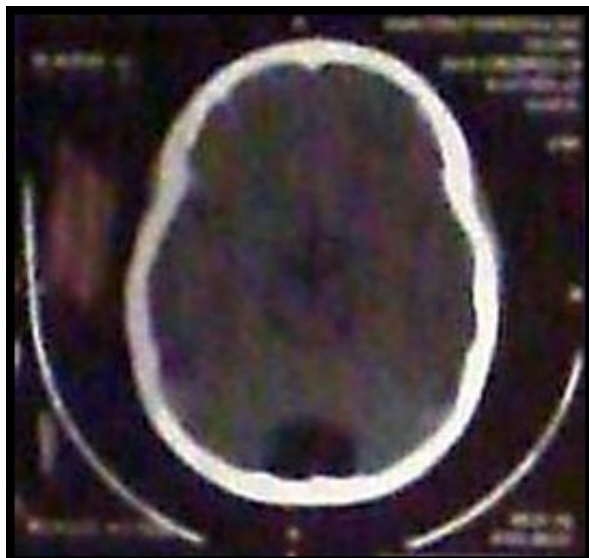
TAC cerebro sin contraste, corte axial: Lesión quística en fosa posterior, con impronta en calota occipital. Obtenida de servicio Diagnóstico por Imágenes, Hospital General de Niños Dr. Pedro de Elizalde.
